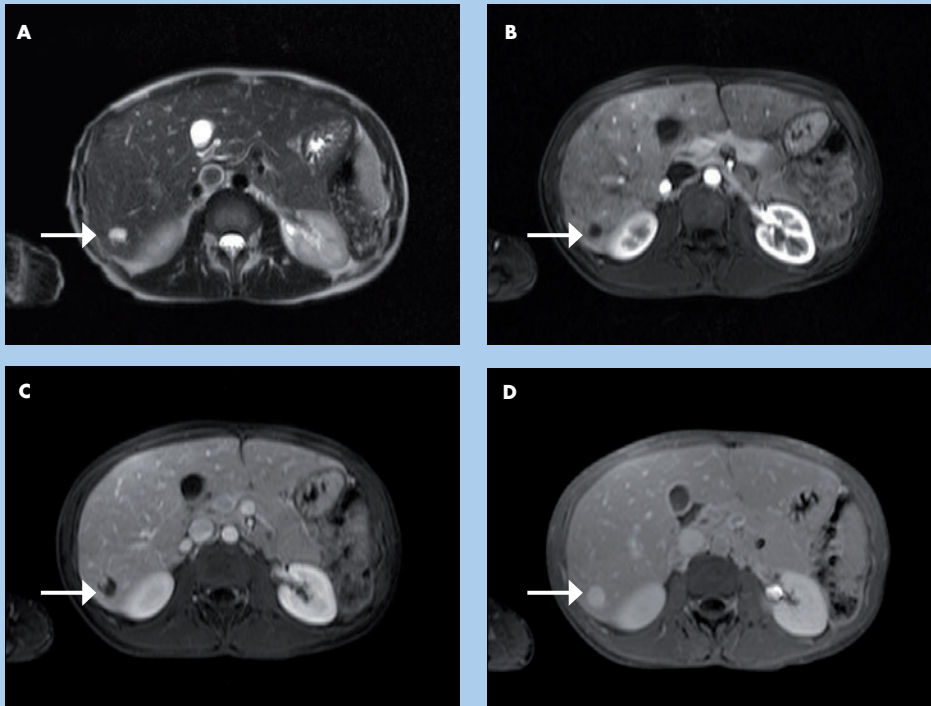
Hemangioma hepático en resonancia magnética. En secuencias potenciadas en T2 (A) aparece hiperintenso, con un realce periférico nodular típico en la fase arterial (B), con progresivo realce centrípeto en las siguientes fases: fase portal (C) y fase de equilibrio (D). Cortesía del Dr. Jordi Rimola.
